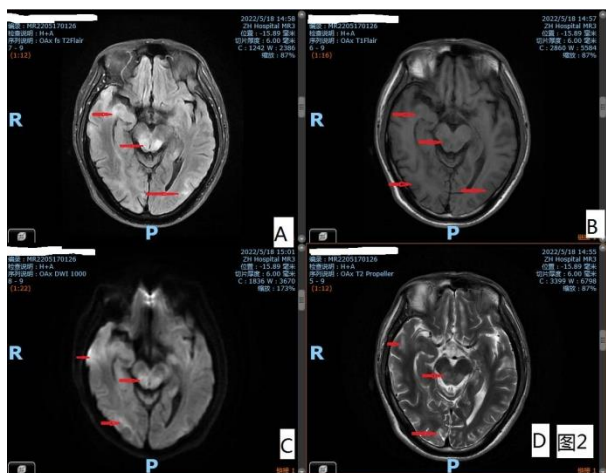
双侧中脑、颞叶、枕叶多发片状/斑片状 T1WI 稍低/低信号, T2WI 高信号, T2-Flair 高信号, DWI 稍高信号影 脑动脉 MRA 未见异常
